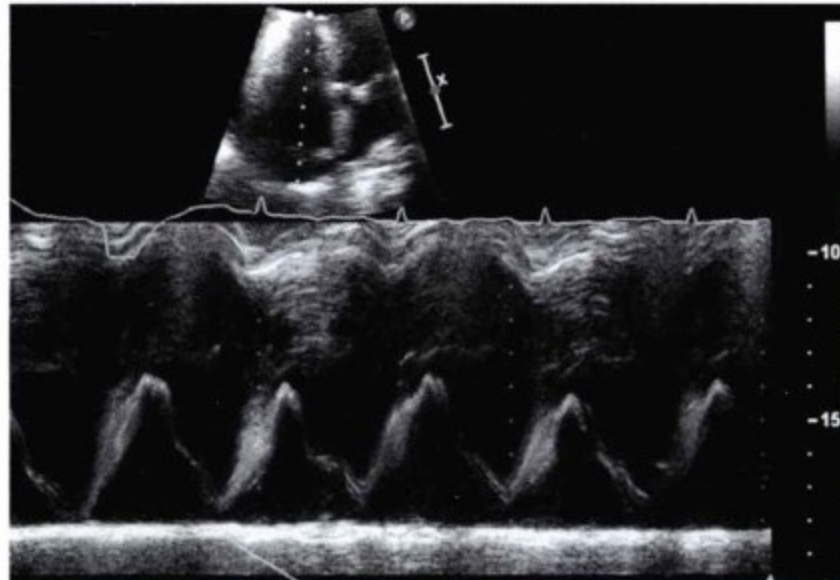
心尖四腔心的 M 型超声心动图。整个收缩期和半个舒张期右心房塌陷(超过心动周期1/3)。M 型超声取样的问题包括收缩期房室平面向心尖移位,心脏运动轨迹,如果心脏摇摆,M 型超声取样是很困难的。判定右心房游离壁塌陷期心动周期的心脏射血分数通常是凭视觉,而不是测量。
